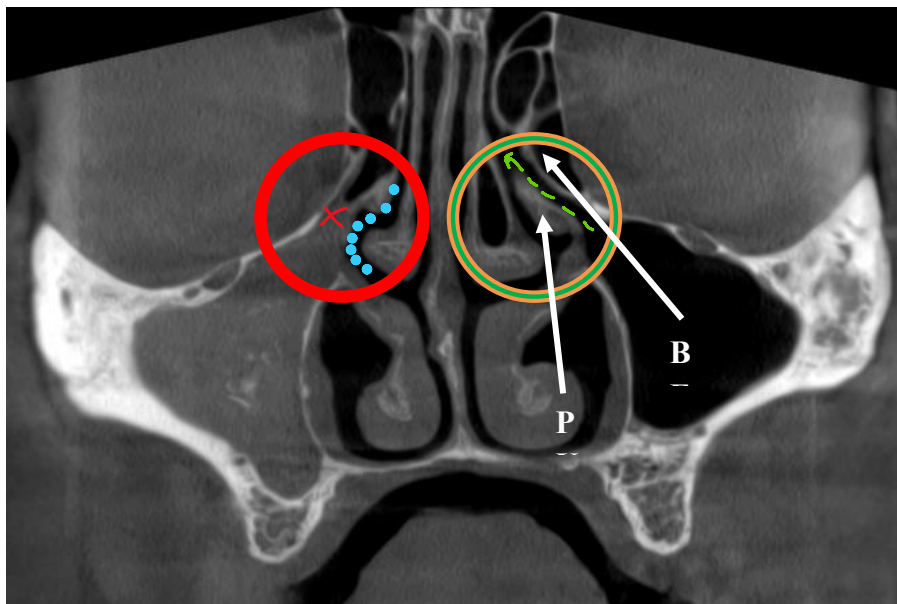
Aprecierea permeabilității COM pe bază de CBCT. Proiecția coronară.
